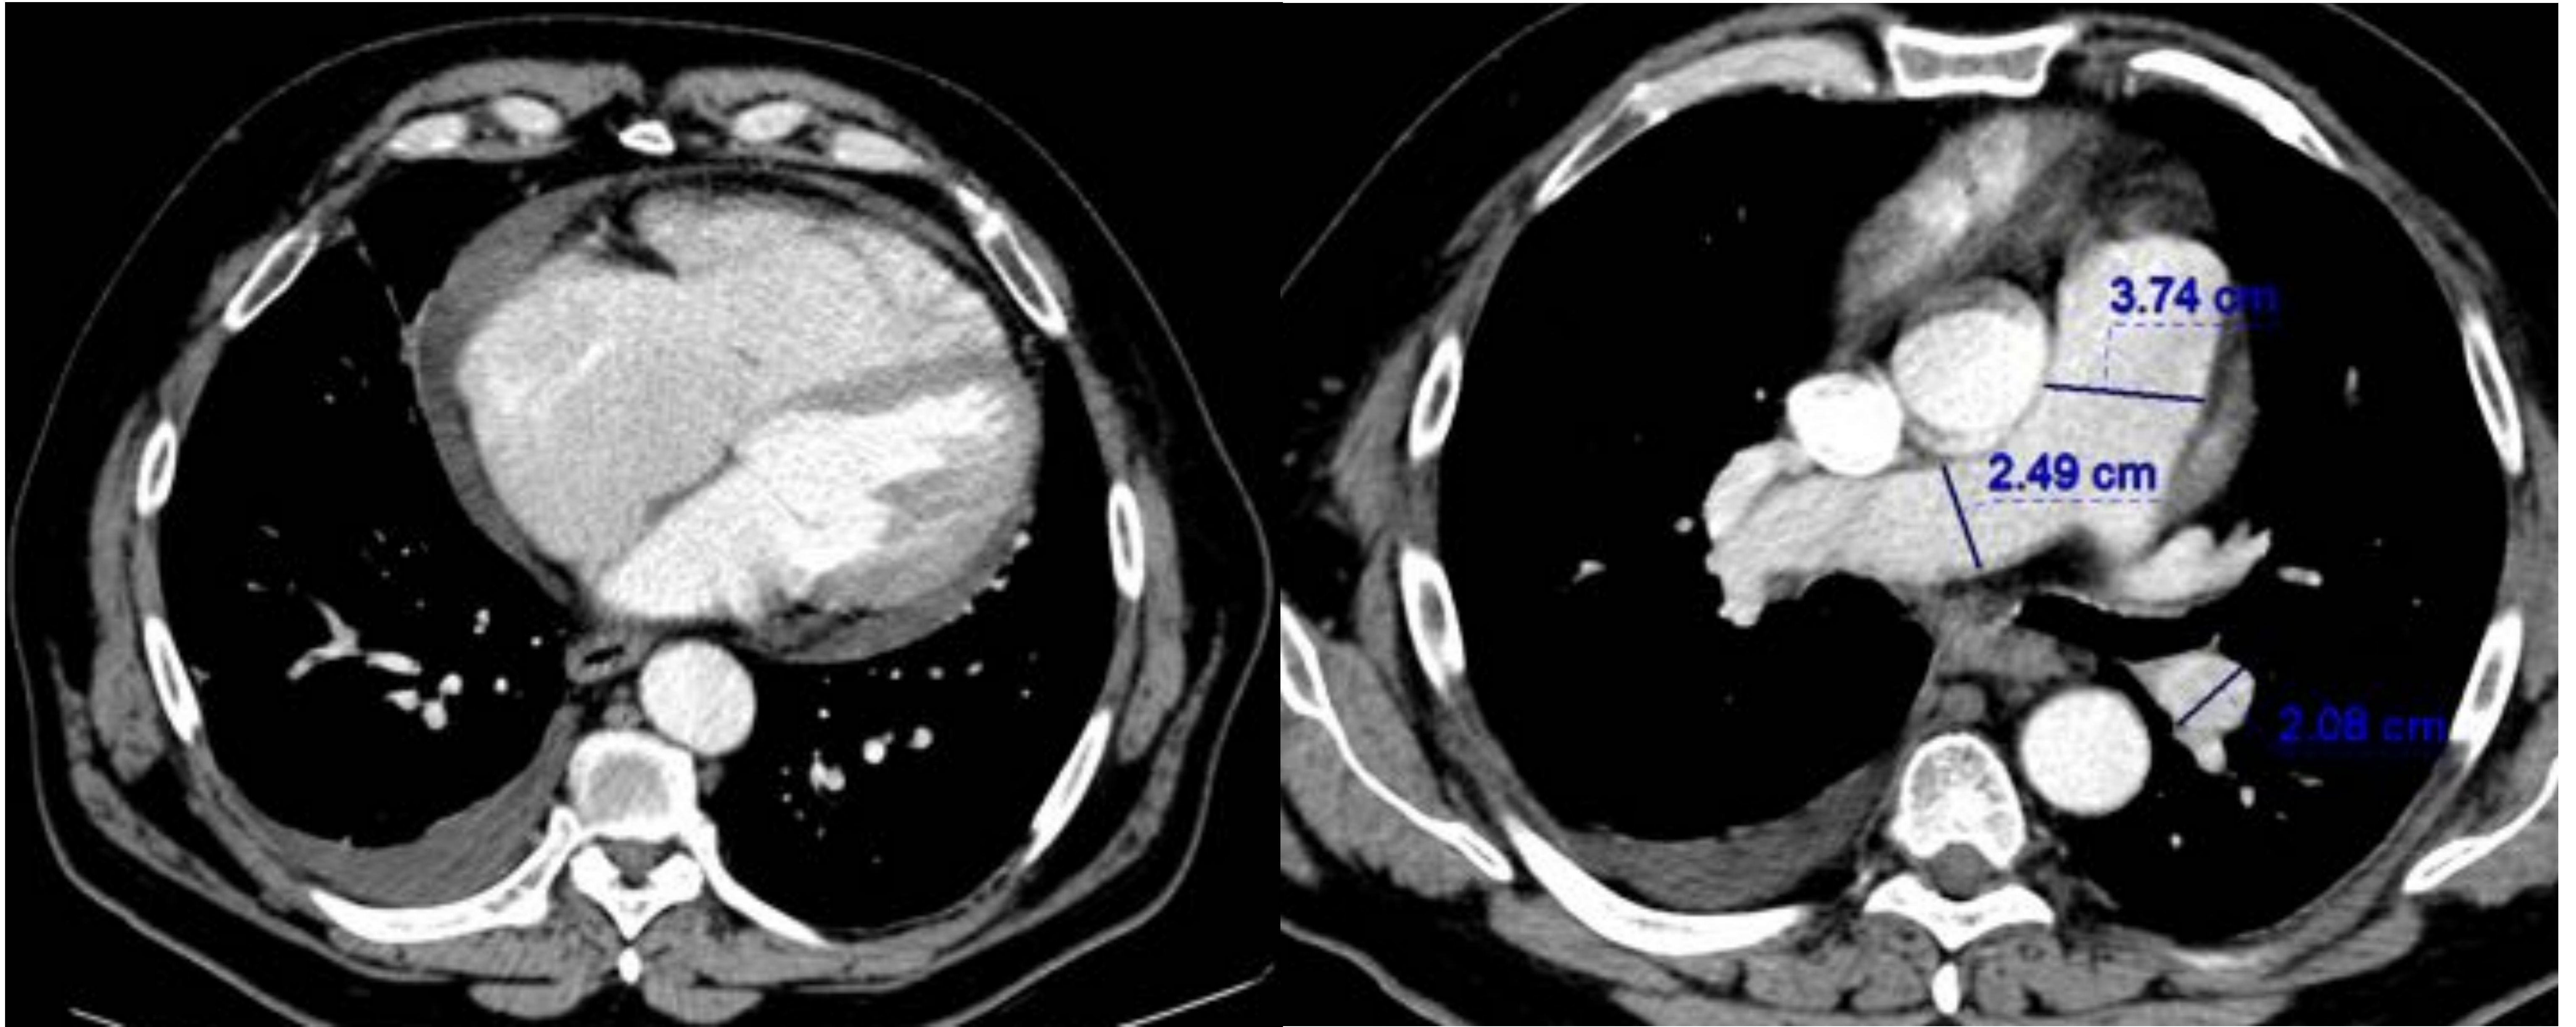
Tomografía computarizada con contraste IV con ventana de partes blandas :
